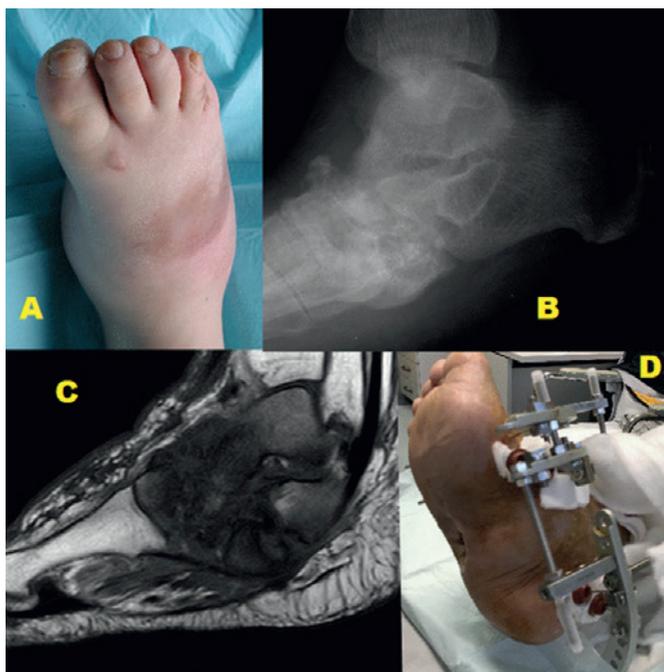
La fase acuta della neuroartropatia di Charcot è caratterizzata da tumefazione e flogosi (A). Quadro radiografico e di risonanza magnetica in un caso di neuroartropatia: si possono notare la frammentazione, il riassorbimento, la deformazione con tendenza alla lussazione e l'edema osseo (B, C). Quando l'instabilità, la deformità e l'infezione rendono necessari interventi chirurgici, la fissazione esterna con apparati circolari può offrire dei vantaggi, per la possibilità di ottenere una presa sufficiente anche con osso di cattiva qualità e perché può essere utilizzata anche in presenza di ulcerazioni e di infezione in fase attiva (D).
